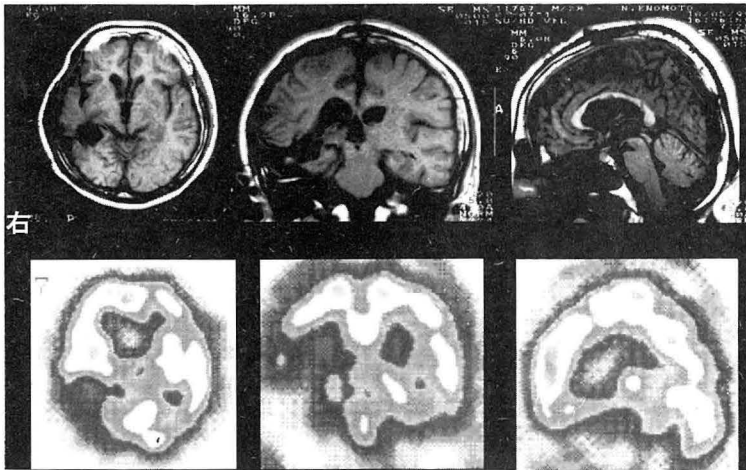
平成6年8月撮影の頭部MRIT1強調像(上段)と、同年9月撮影のECD-SPECT(下段)。左から水平断面、冠状断面、矢状断面
